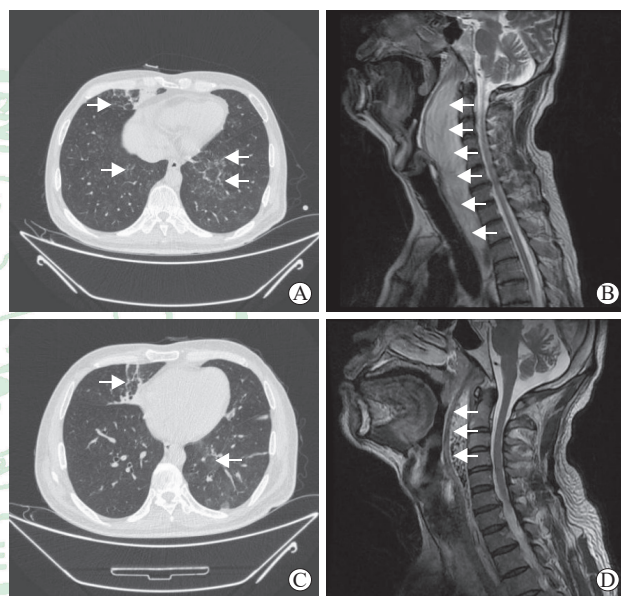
患者胸部CT和颈部增强MRI扫描结果(病例1)
